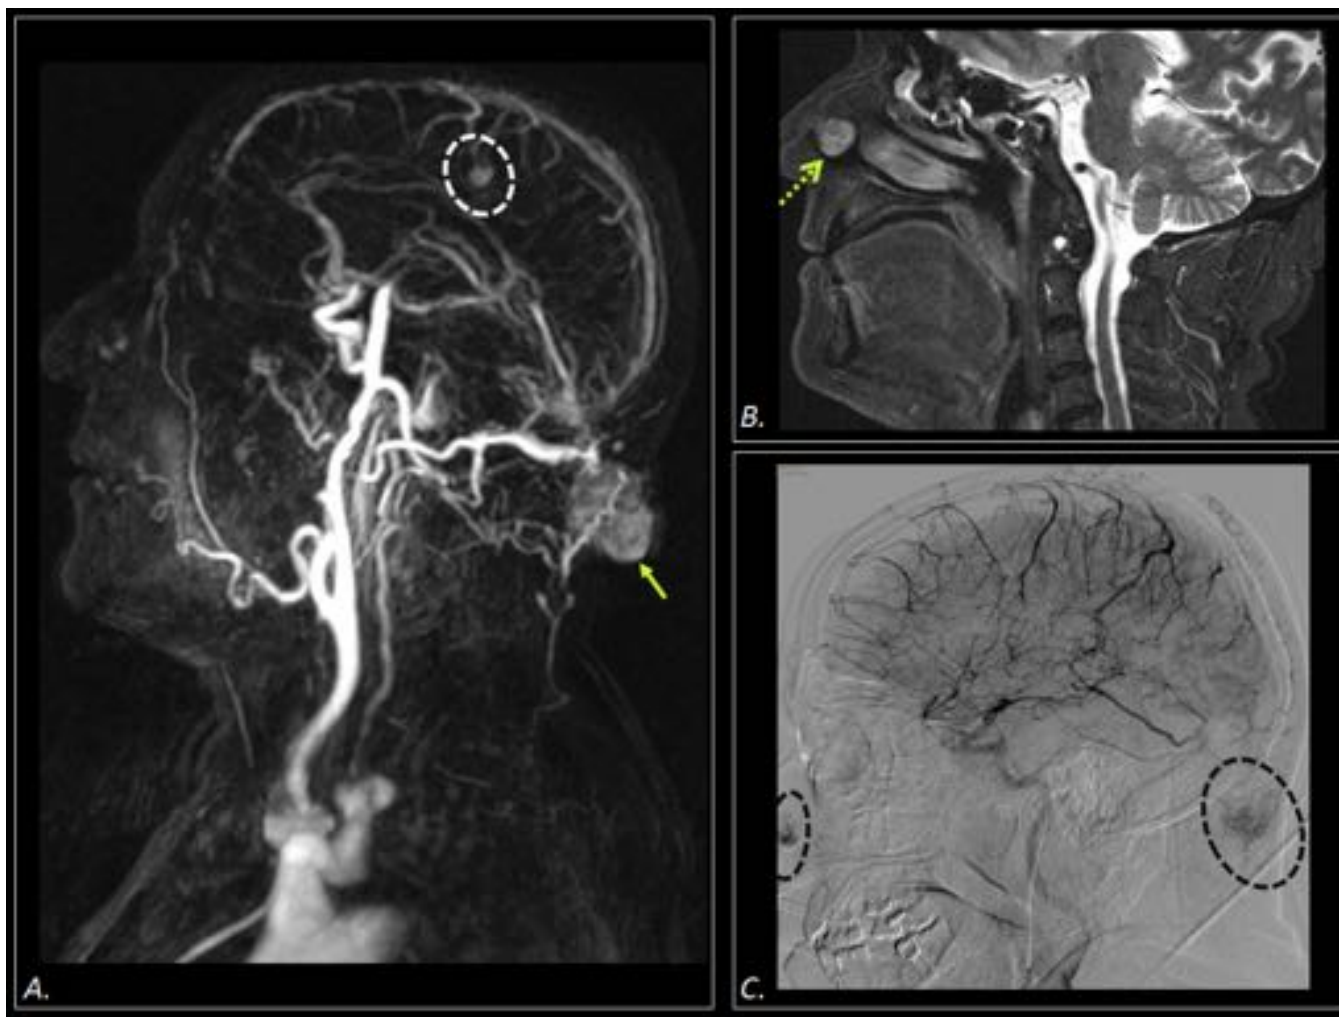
Hombre de 68 años con neoplasia renal en progresión. Estudio debido a la existencia de tumoración en cuero cabelludo. (A)AngioRM, MIP coronal y (B)RM-T2. Tumoraciones sólidas hiperintensas con importante vascularización, cutánea-subcutánea occipital (flecha continua) y en vestíbulo de fosa nasal (flecha punteada). Nótese además la metástasis intracerebral parietal (círculo en A). C)Arteriografía cerebral sagital. Vascularización tumoral dependiente de ramas de la carótida externa (círculos).
